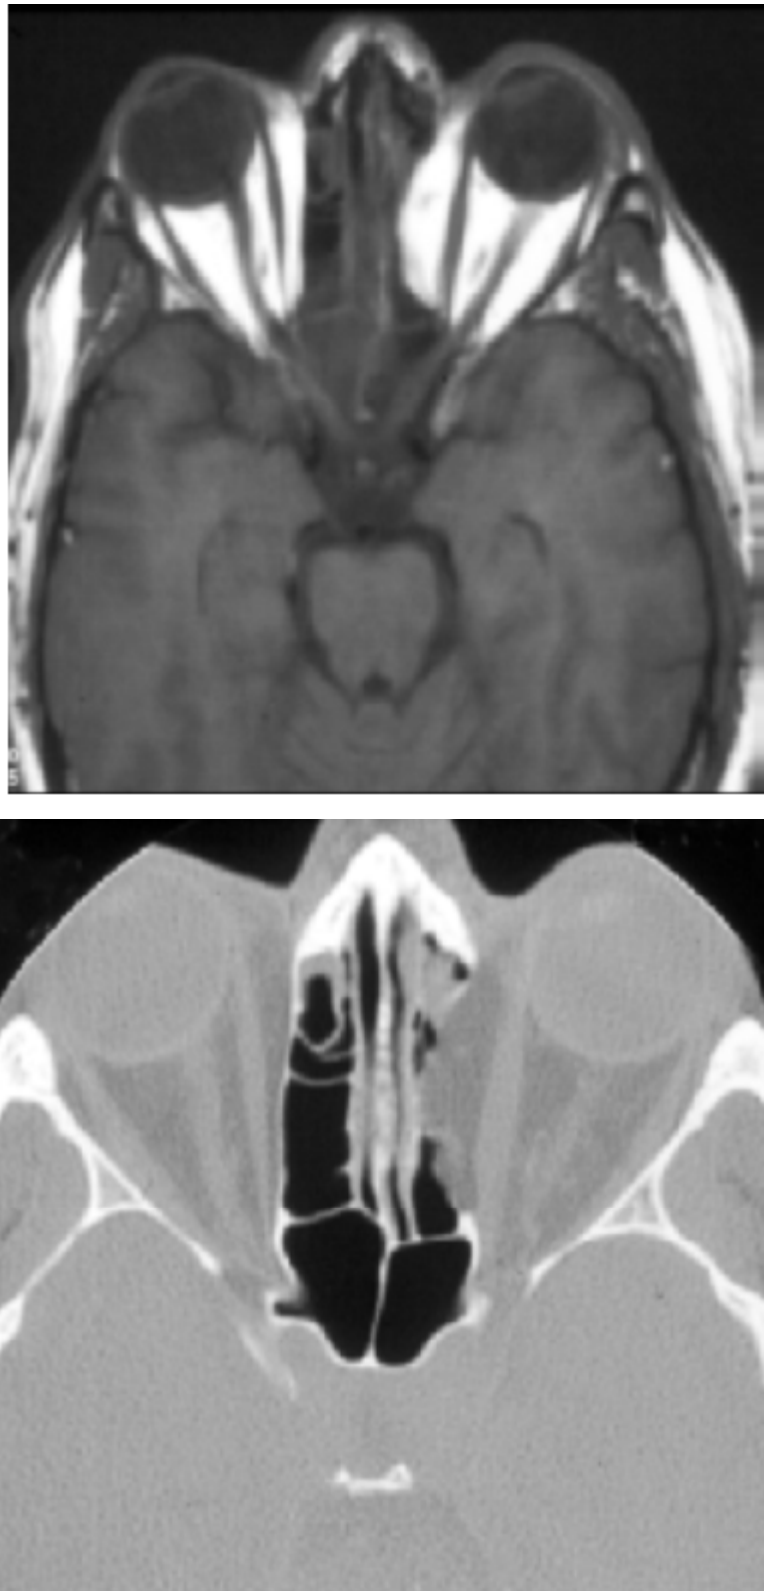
Déhiscence de la lame papyracée à l'IRM et au scanner
